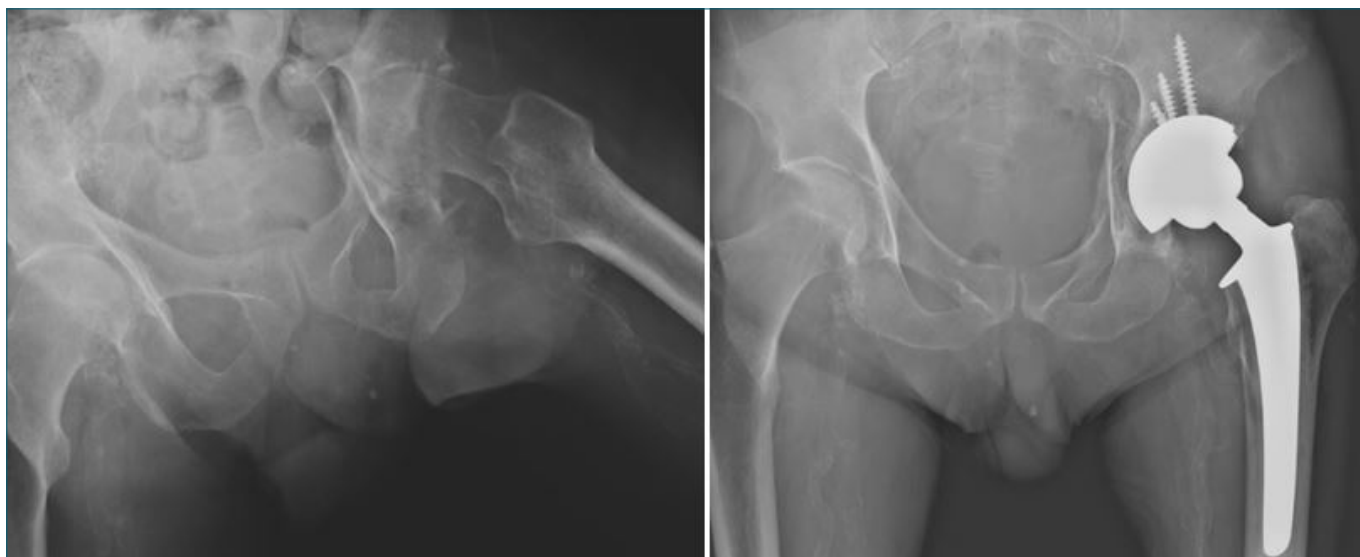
Difetto acetabolare post-traumatico: radiografia pre-operatoria e controllo post-operatorio (utilizzo di testa femorale autologa per tecnica bone grafting).
